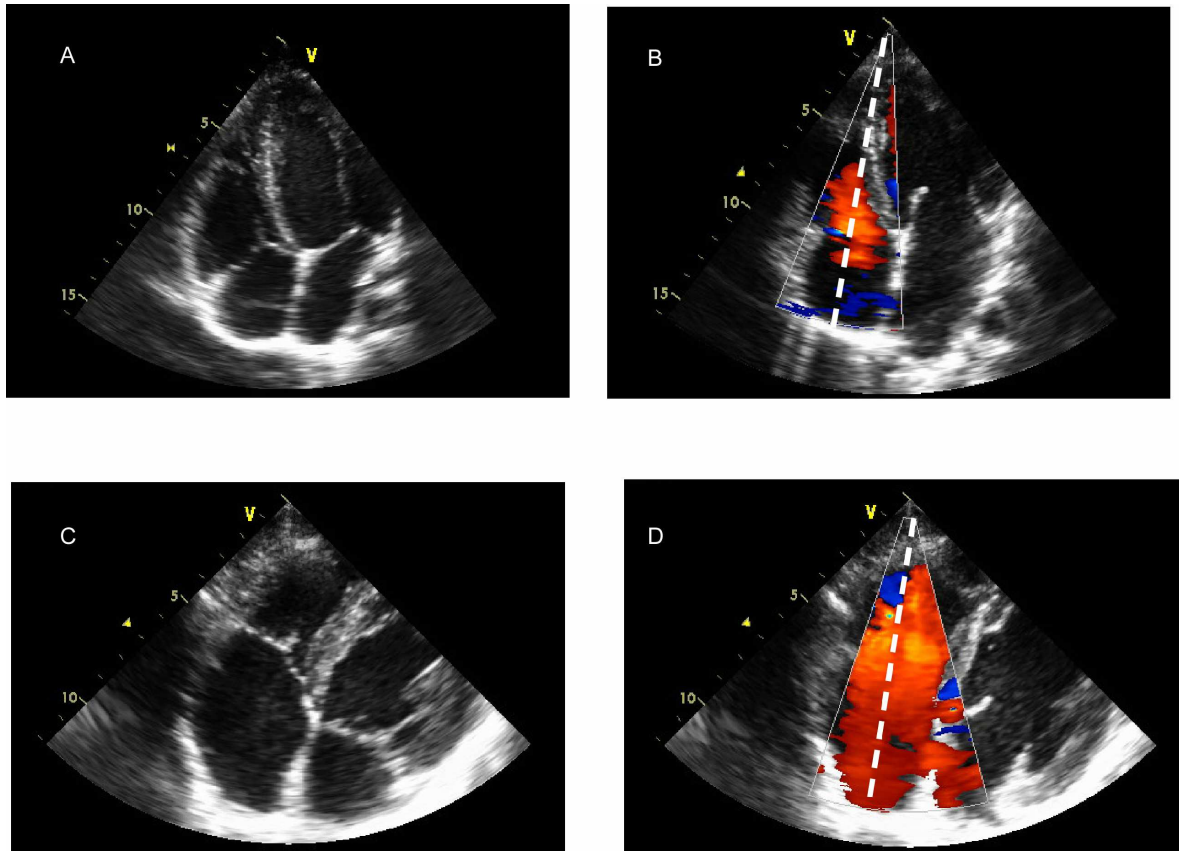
En el panel A se representa el plano apical 4C y en el panel B el flujo de entrada en el VD en rojo. La línea discontinua blanca corresponde a la trayectoria del cursor del modo-M. El panel C corresponde a un plano parasternal derecho modificado y en el panel D la trayectoria del cursor del Modo-M, se alinea de manera más exacta con el flujo.
